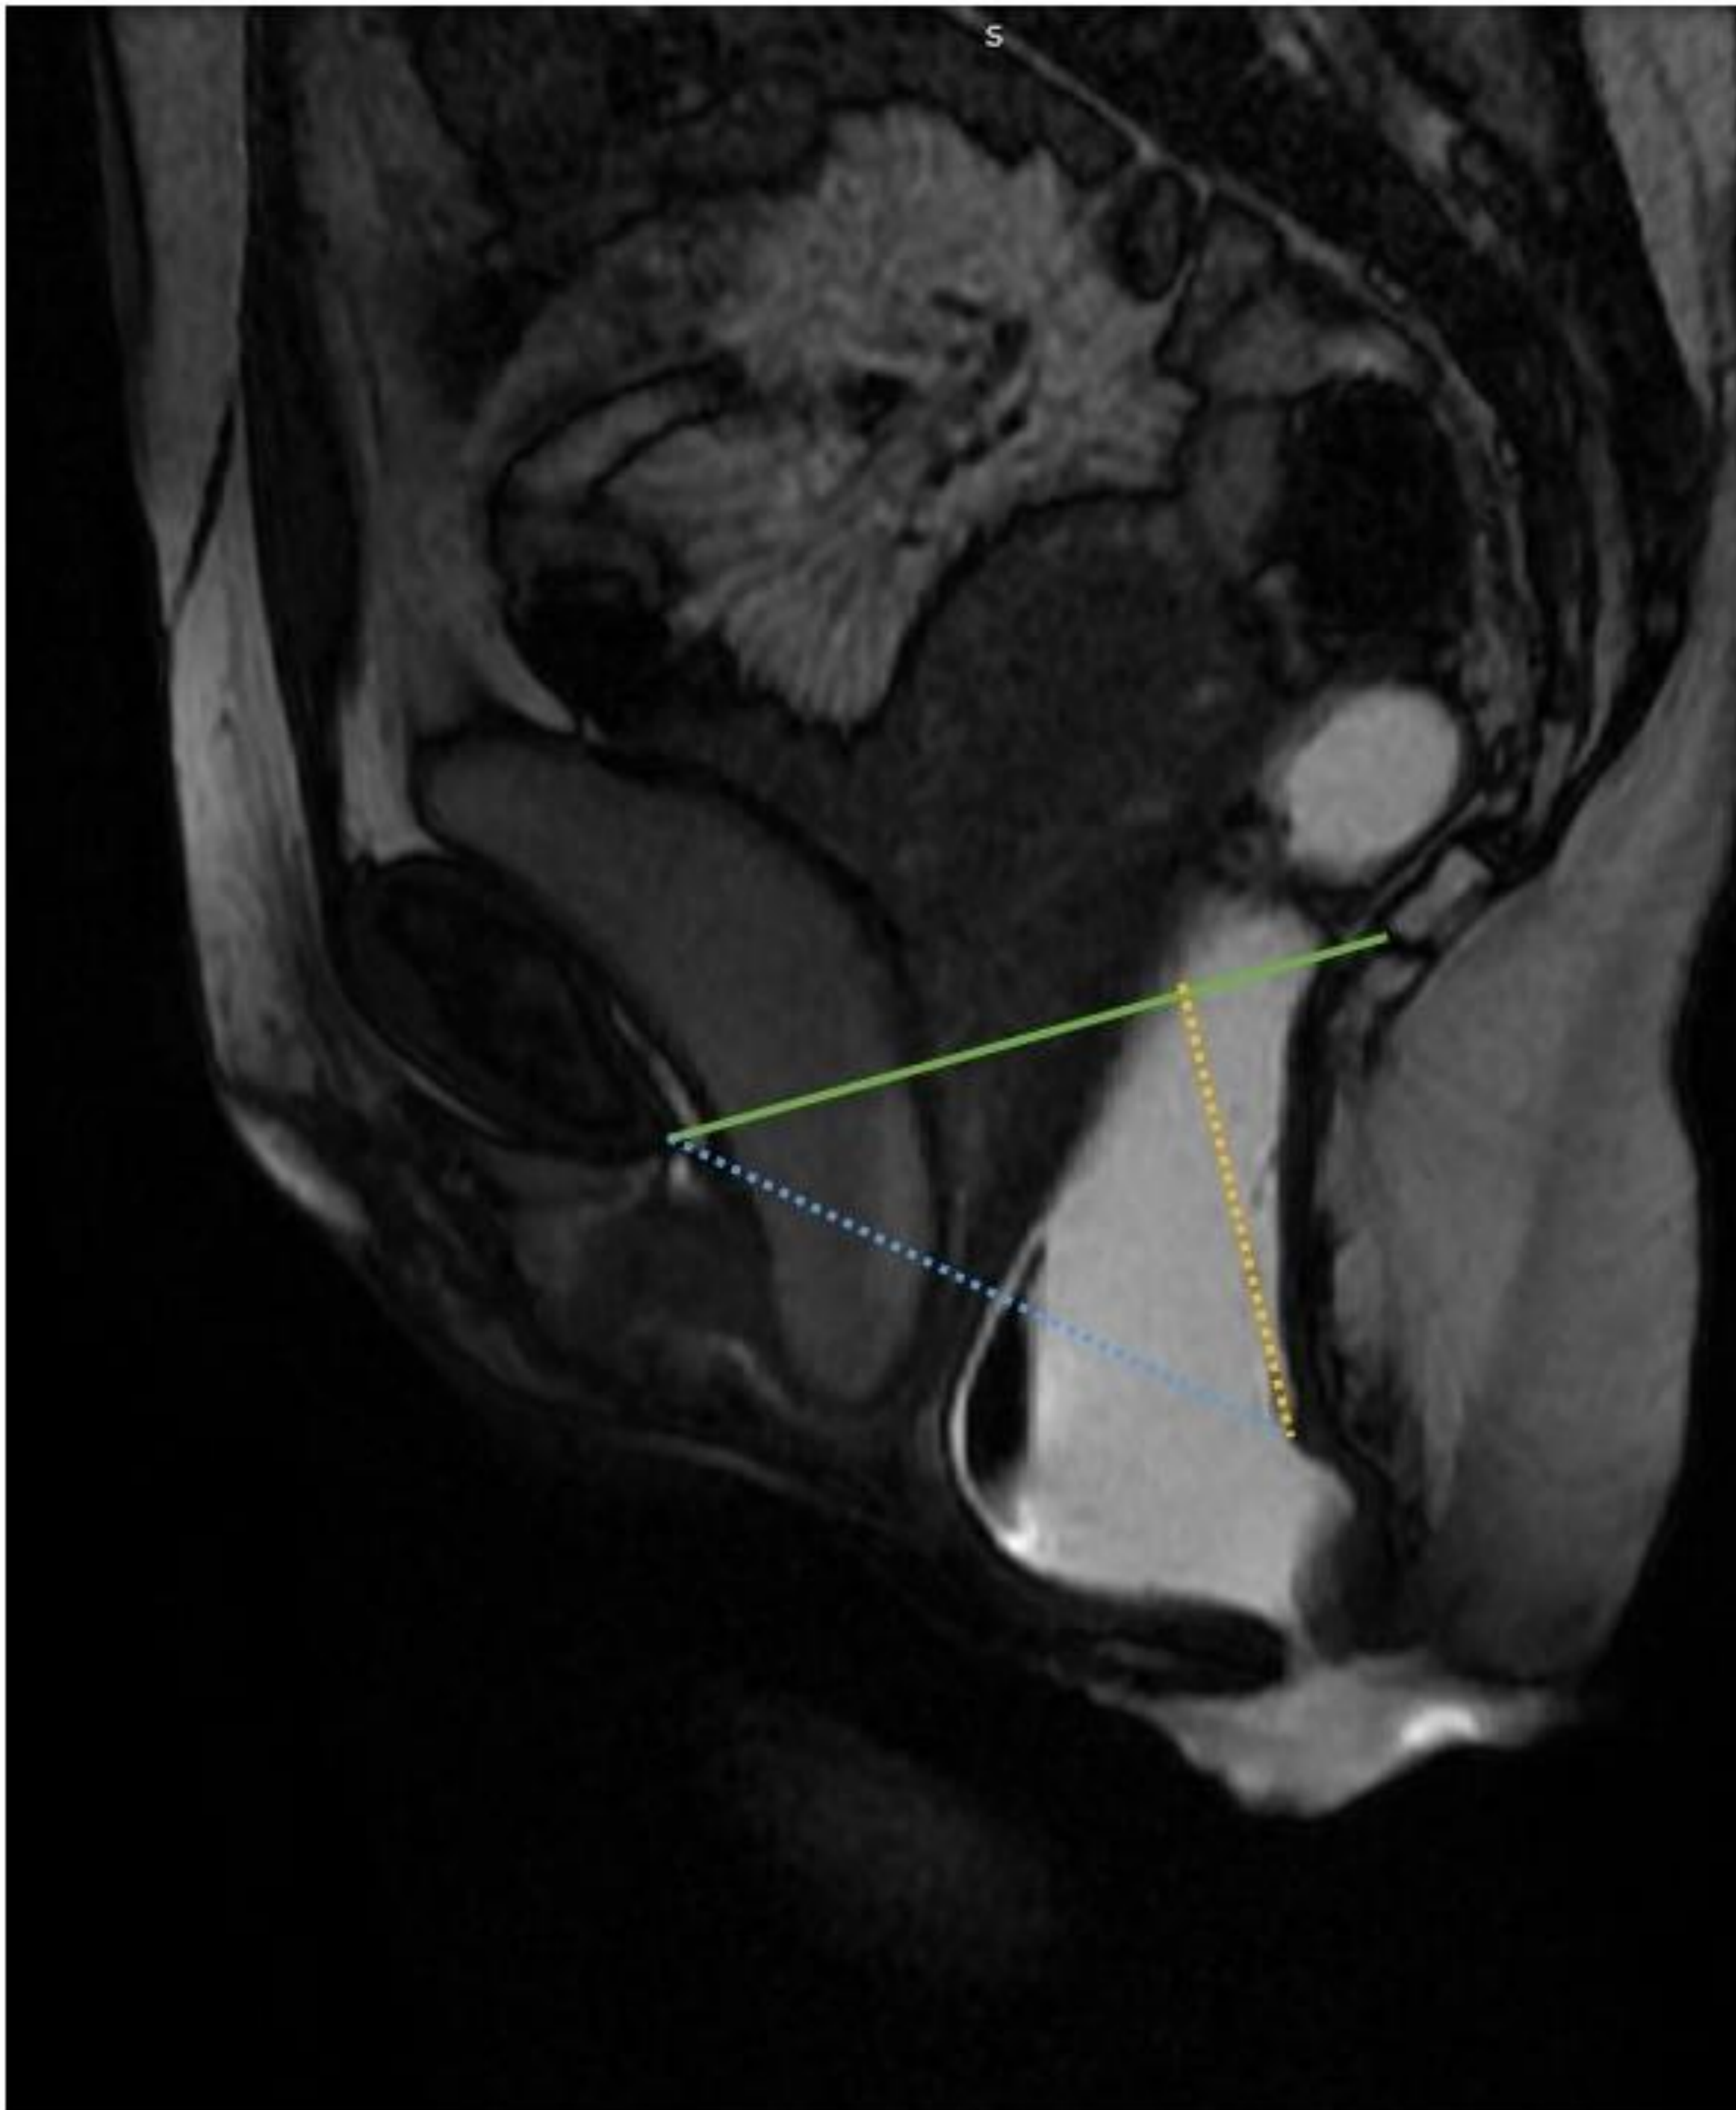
RM defecografía en fase de expulsión en la que se observa un aumento patológico de las líneas H (línea punteada azul) y M (línea punteada amarilla), hallazgos compatibles con insuficiencia del suelo pélvico. Línea pubococcígea (línea verde continua)
